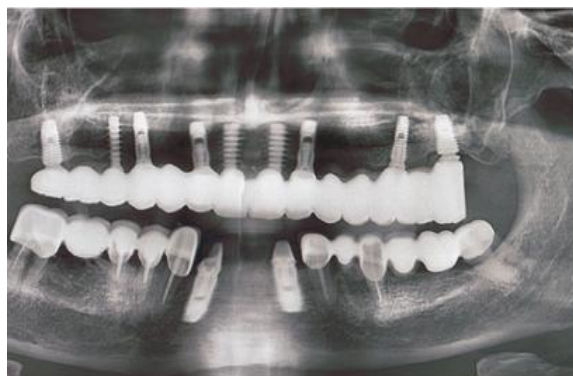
Ортопантомограмма пациента перед установкой мостовидного протеза. Изготовлен несъёмный мостовидный протез.
